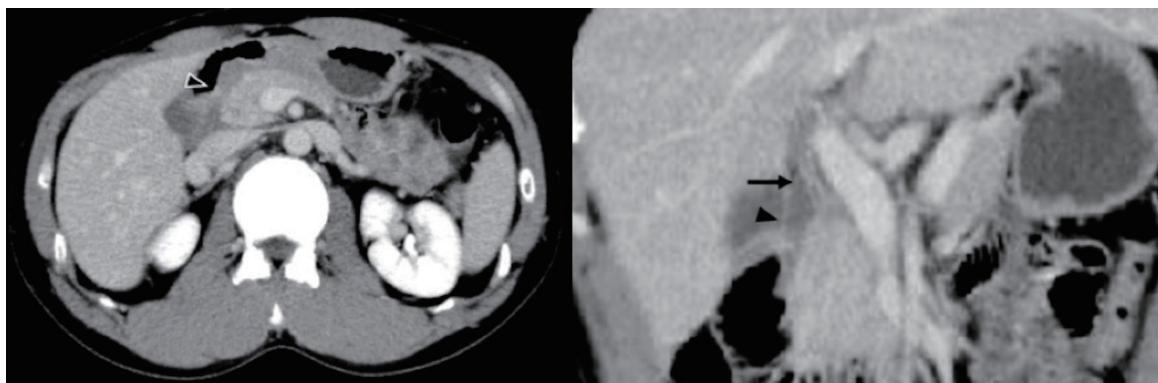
初回入院時の腹部CT (左 水平断, 右 前額断)
